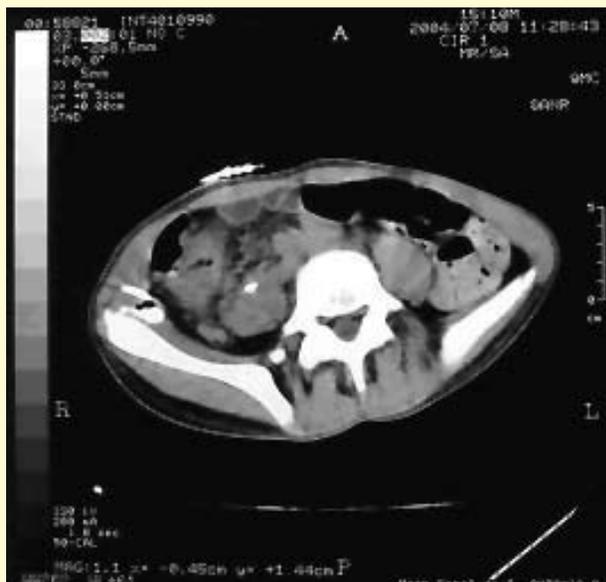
TAC abdominal: redução do abscesso e suspeita de fistula para o cego.
